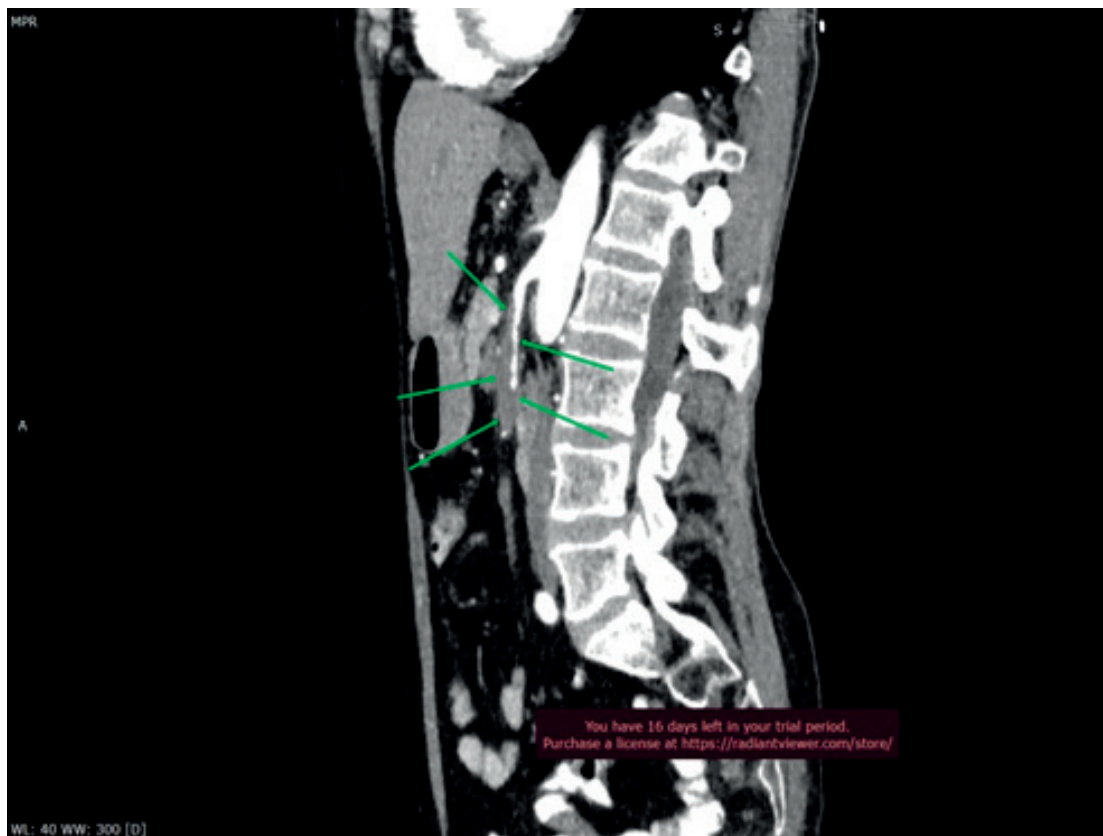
МСКТ с болюсным контрастированием больного М., 67 лет. Тромбоз верхней брыжеечной артерии после перенесённой коронавирусной инфекции. Собственные наблюдения [11].
